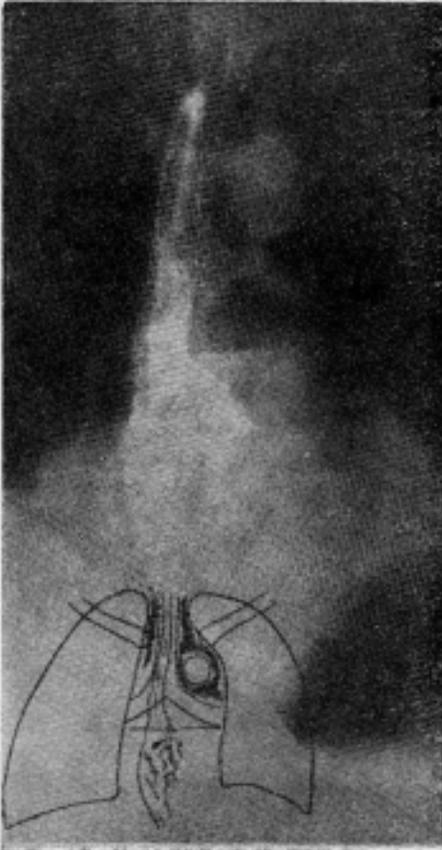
Radiografía contrastada de esófago (frente). Se observa salida de líquido opaco a través de la rotura a nivel del $\frac{1}{2}$ inferior del esófago torácico.
